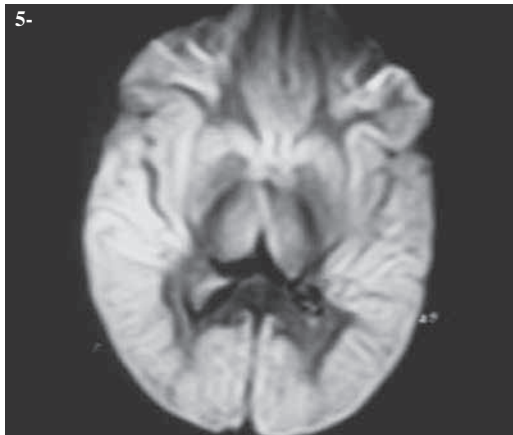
Corte axial, secuencia DWI al nivel de núcleos grises y cápsula interna
